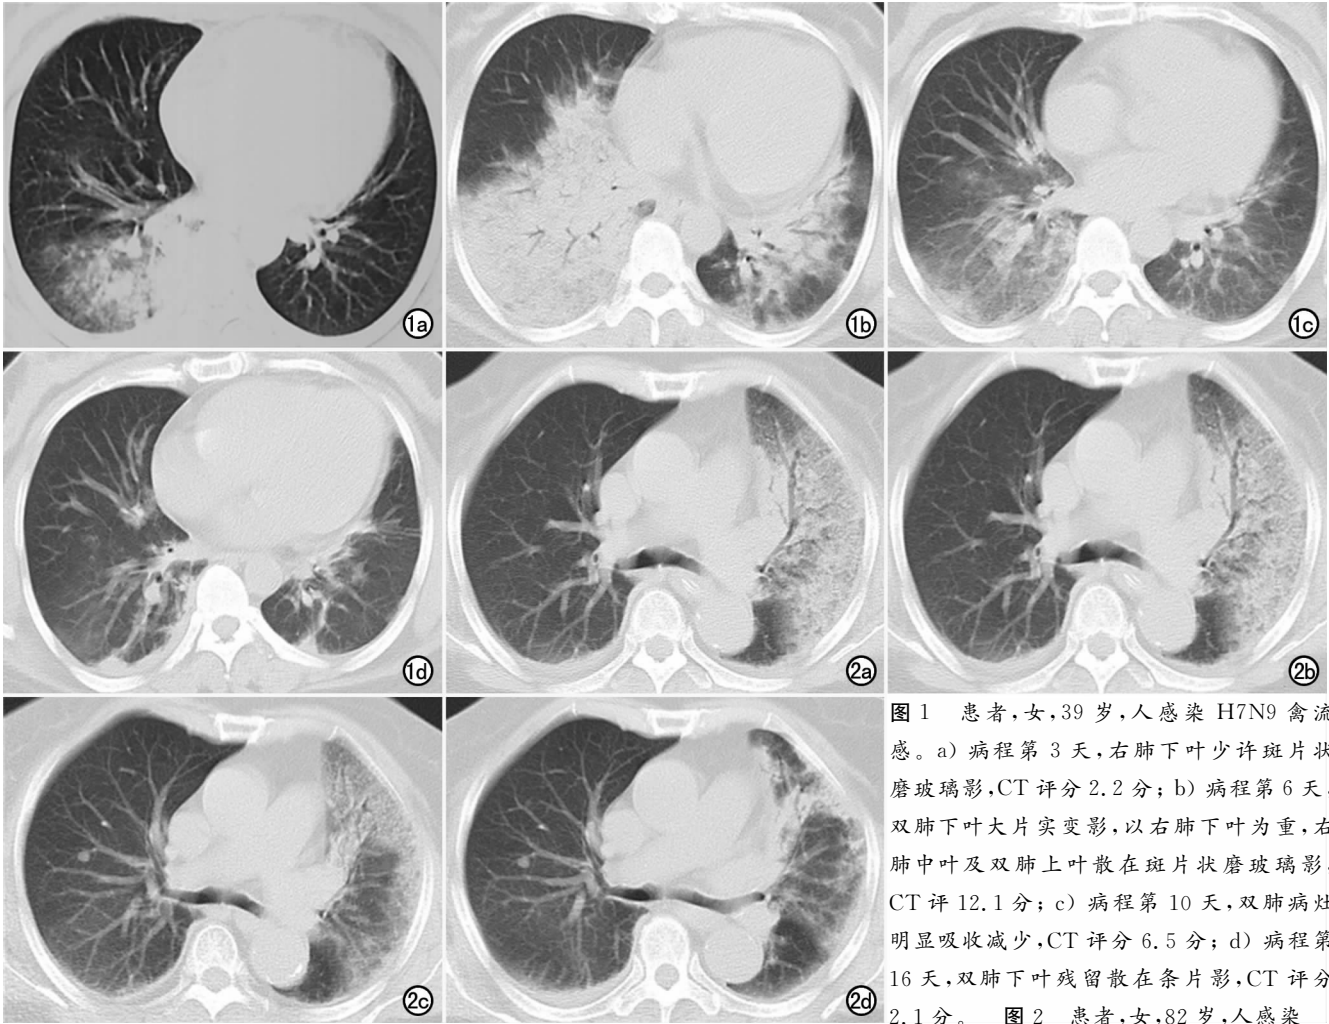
患者,女,39 岁,人感染 H7N9 禽流感。a) 病程第 3 天,右肺下叶少许斑片状磨玻璃影,CT 评分 2.2 分; b) 病程第 6 天,双肺下叶大片实变影,以右肺下叶为重,右肺中叶及双肺上叶散在斑片状磨玻璃影,CT 评 12.1 分; c) 病程第 10 天,双肺病灶明显吸收减少,CT 评分 6.5 分; d) 病程第 16 天,双肺下叶残留散在条片影,CT 评分 2.1 分。 图 2 患者,女,82 岁,人感染
